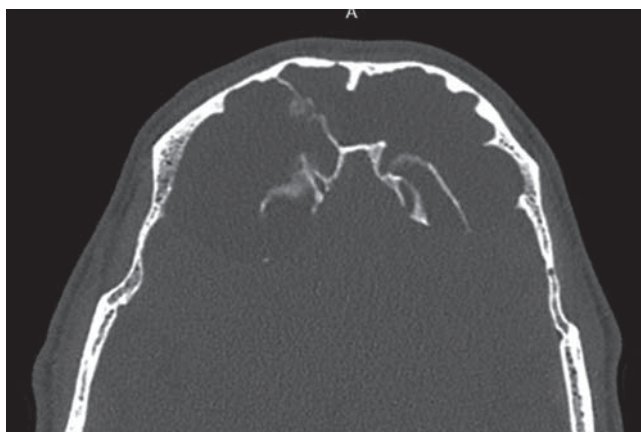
Данные компьютерной томографии, отражающие рецидивирование полипозного процесса
